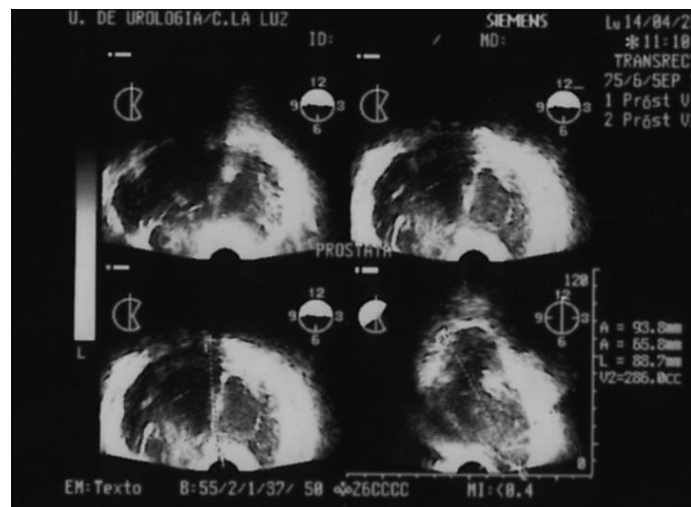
Ecografía transrectal. Cortes coronales y sagital de gran masa heterogénea y compleja irregularmente delimitada. Volumetría.
